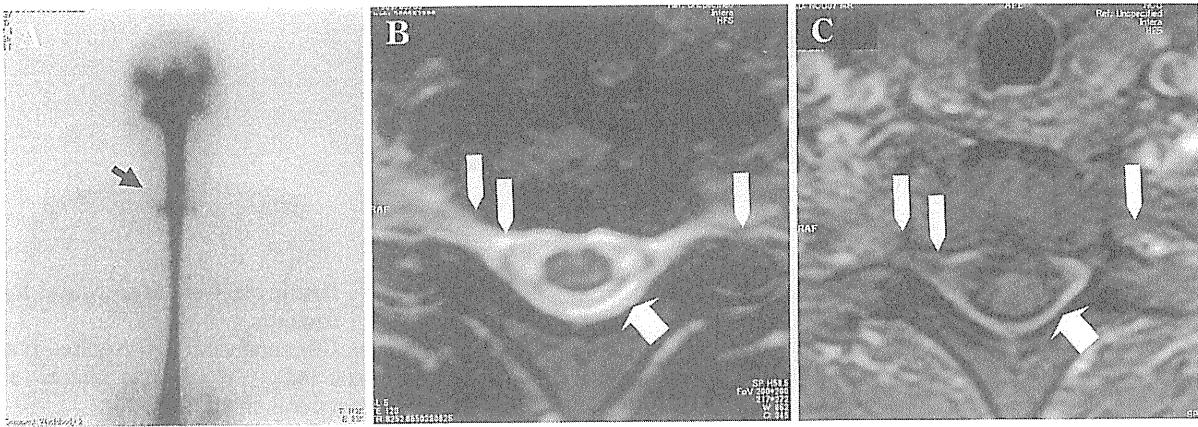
Typical images of RI-cisternography and Spinal MRI
